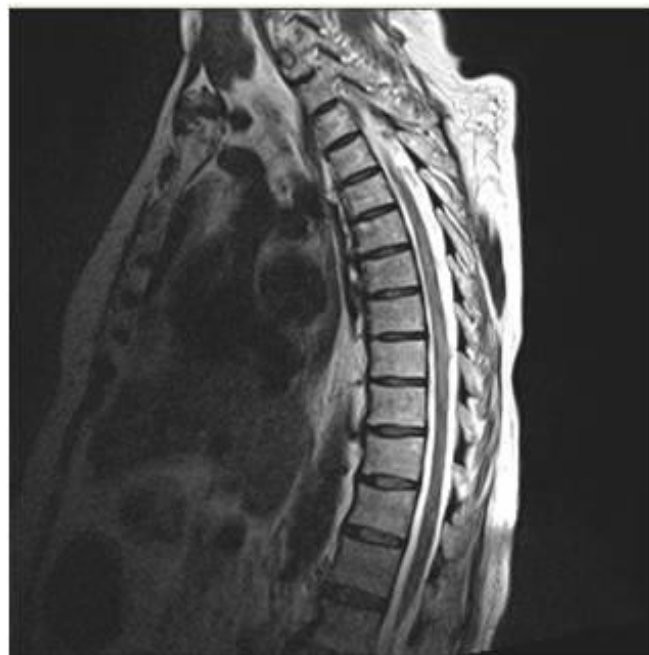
Thoracic spinal magnetic resonance imaging showing longitudinally extensive myelitis lesion hyperintense in T2 weighted images.
